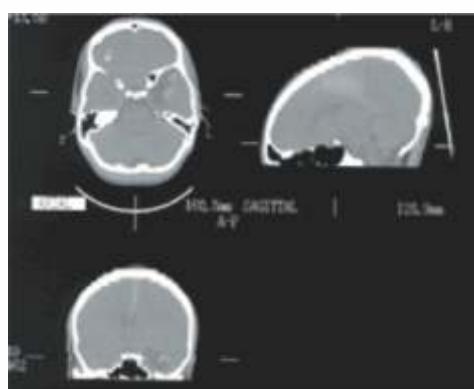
CT mozga, aksijalni preseci: prikazuje arahnoidnu cistu srednje lobanjske jame sa znacima intracističnog krvarenja.
